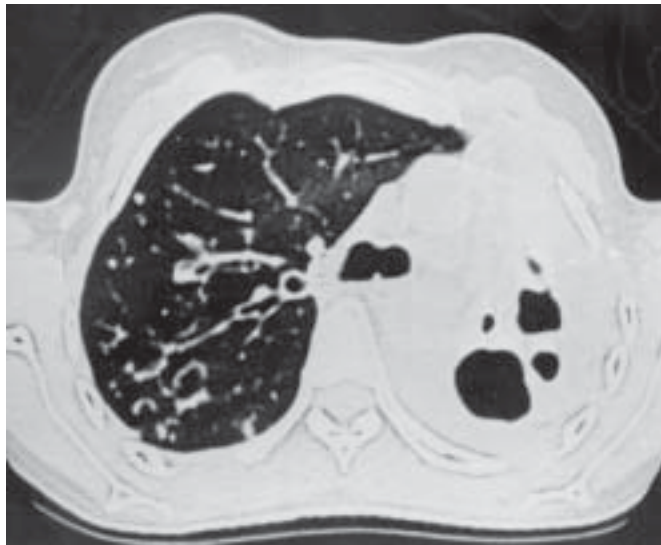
TC de tórax. Bronquiectasias de tração em pulmão esquerdo (seta). Notar também aspecto em mosaico em ambos os pulmões.
